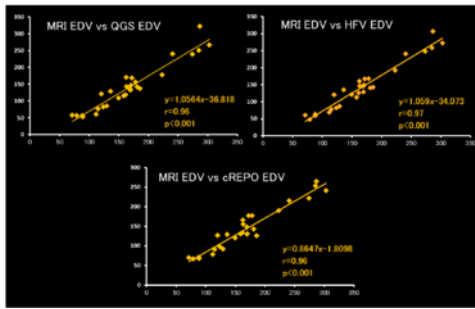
MRI vs ソフトウェアの比較(EDV)
